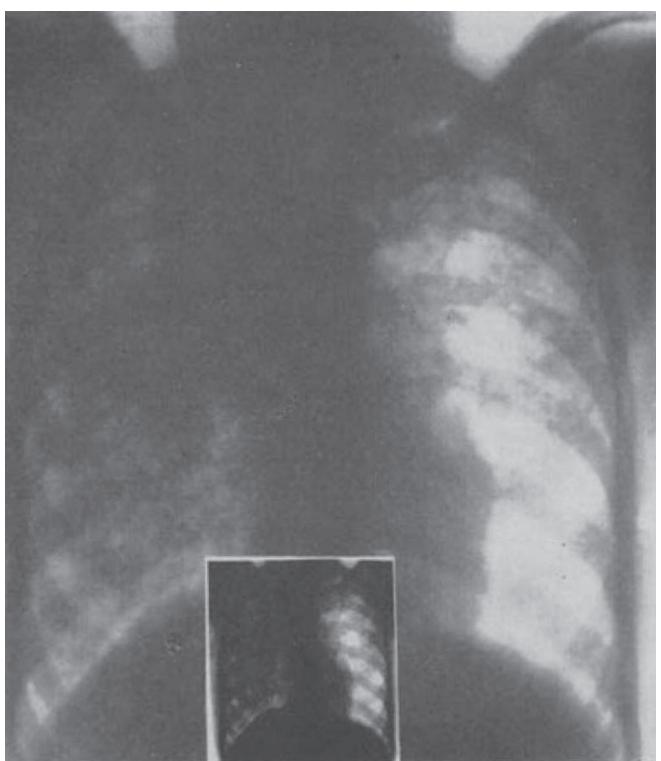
1936年5月、集団X線透視撮影法で撮影された最初のフィルムのひとつ。右側の広範な浸潤陰影。左側にも軽度の浸潤陰影。
